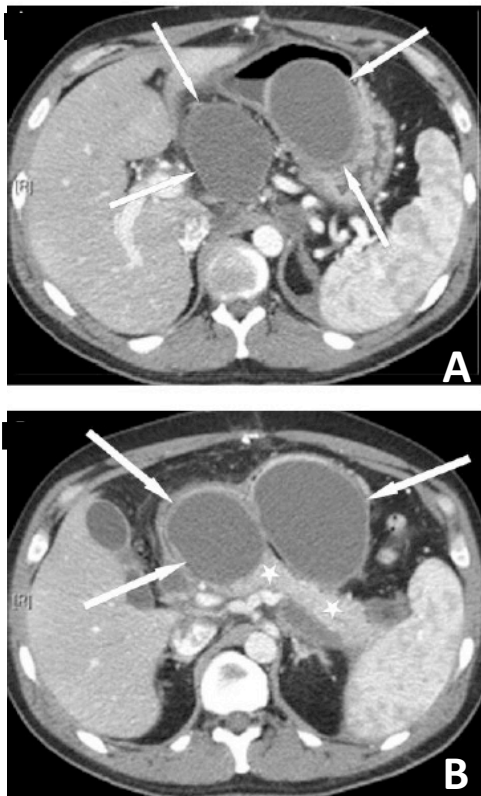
TAC de varón de 40 años con dos pseudoquistes en saco menor 6 semanas después de un episodio de Pancreatitis Aguda (A, B). Las flechas blancas señalan los bordes bien definidos de las colecciones de fluidos homogéneos. La ausencia de atenuación es indicativa de componente no líquido. Los asteriscos hacen referencia a un tejido pancreático en buen estado.
